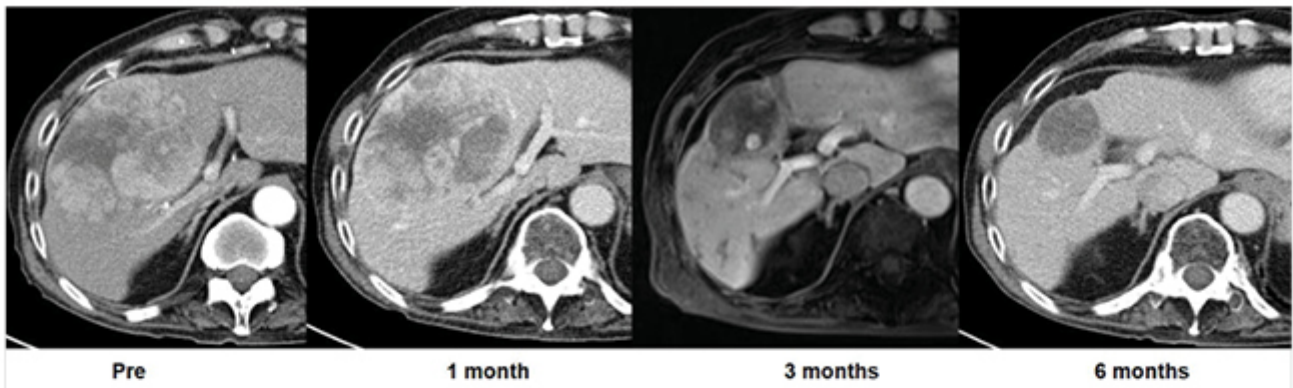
Typical tumor change after TARE on CT and MR.
